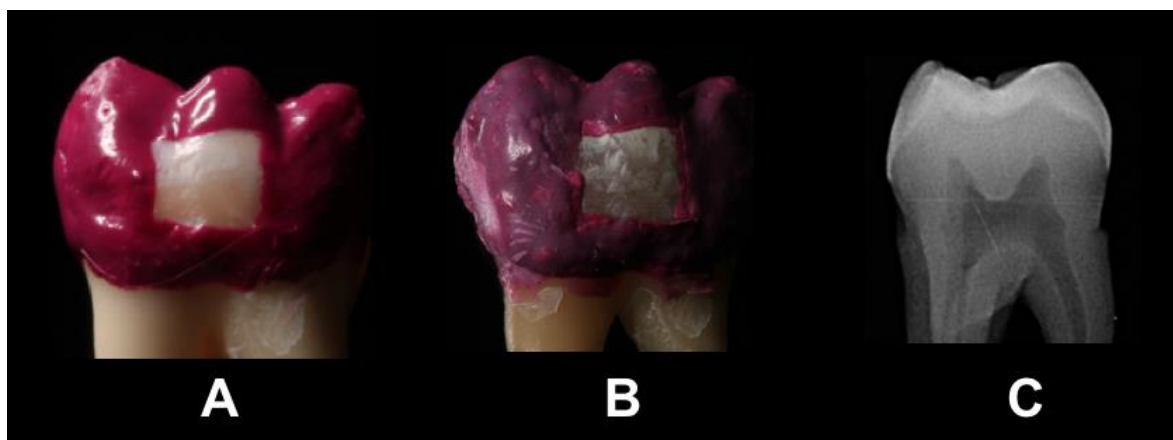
Mancha branca desenvolvida: A – Dente com esmalte sadio; B –Lesão artificial de mancha branca e C – Radiografia periapical após exposição ao gel desmineralizante.
